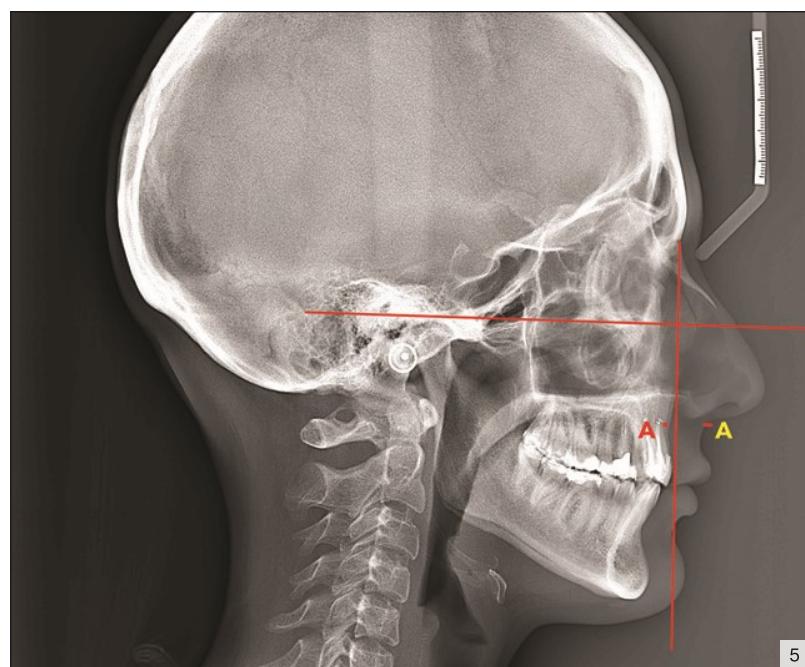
Боковая телерентгенография (ТРГ). Точка А находится кзади от перпендикуляра, проведенного к Франкфуртской горизонтали из точки N на расстоянии 2 мм. Необходимо развить верхнюю челюсть кпереди на 6-8 мм
